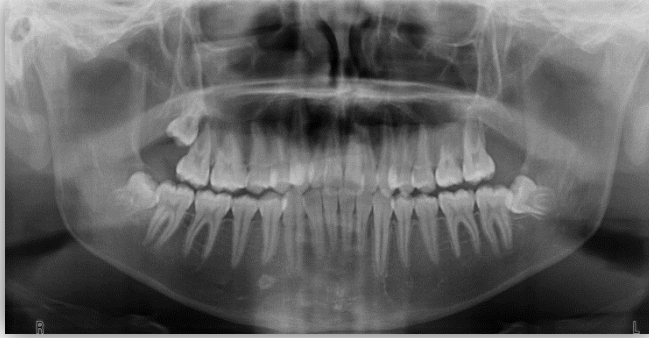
Ortopantomografia final
